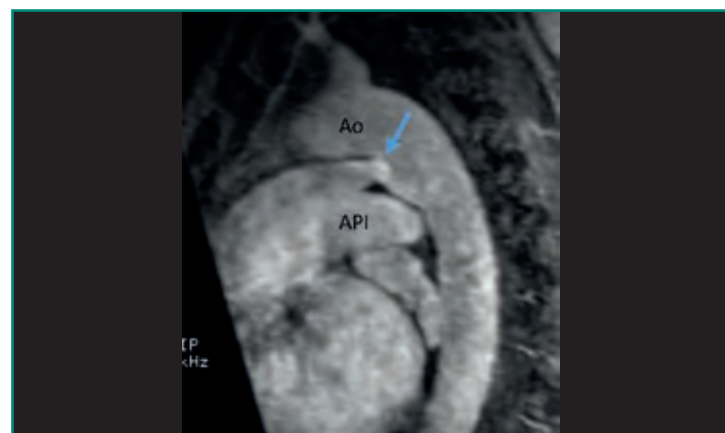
Ductus arterioso persistente en mujer de 45 años, reconstrucción con RM (Ao: aorta; API: arteria pulmonar izquierda).
